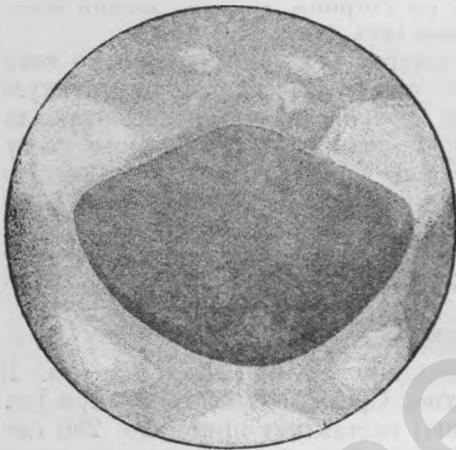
Рентгенограмма нормального женского пузыря.
